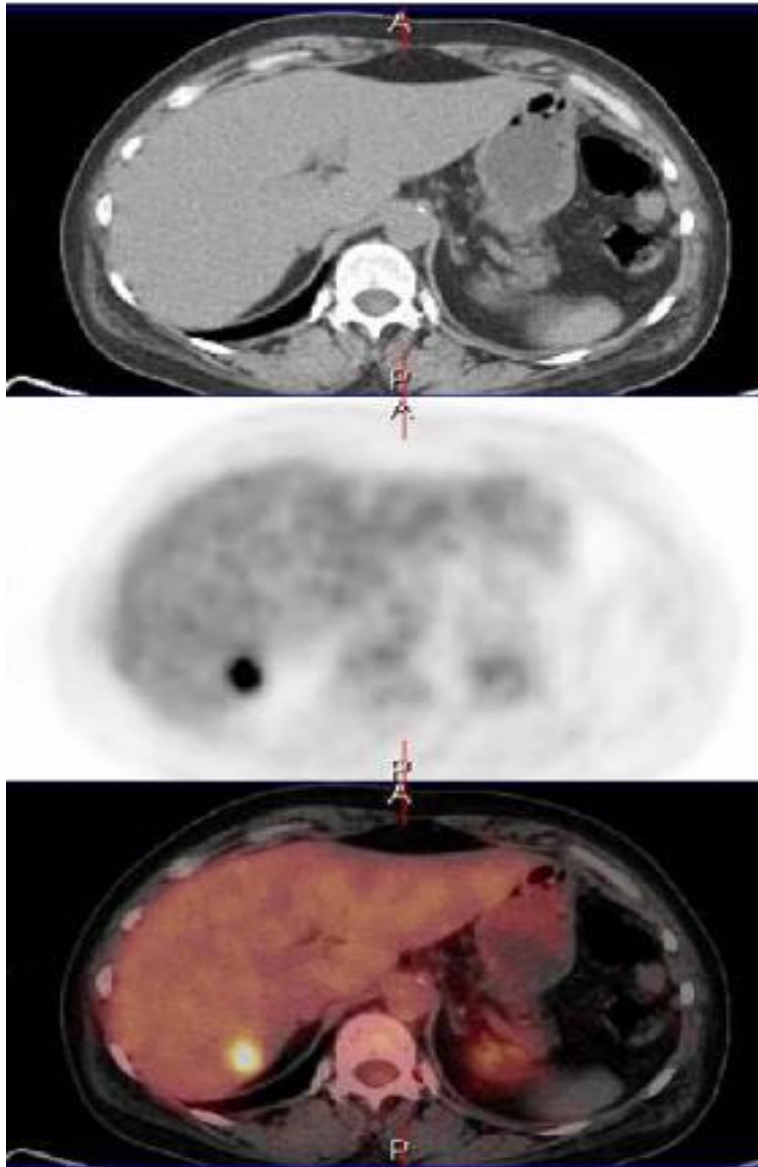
Métastase hépatique non visualisée sur la TDM et franchement hypermétabolique en PET.
